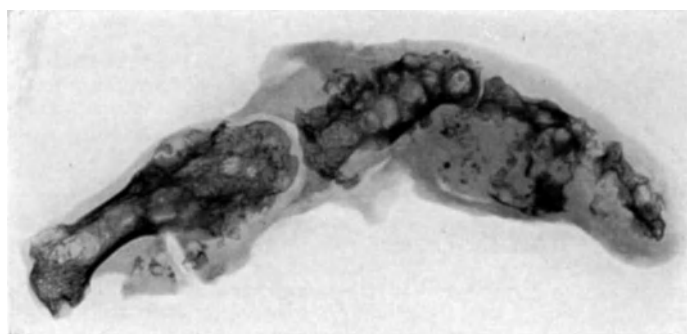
Dasselbe wie Abb. 39. Röntgenbild. Unregelmäßige Knochenzerstörung durch die Knorpelwucherungen. Reichliche Verkalkung und Knochenneubildung in den knorpeligen Proliferationen.
